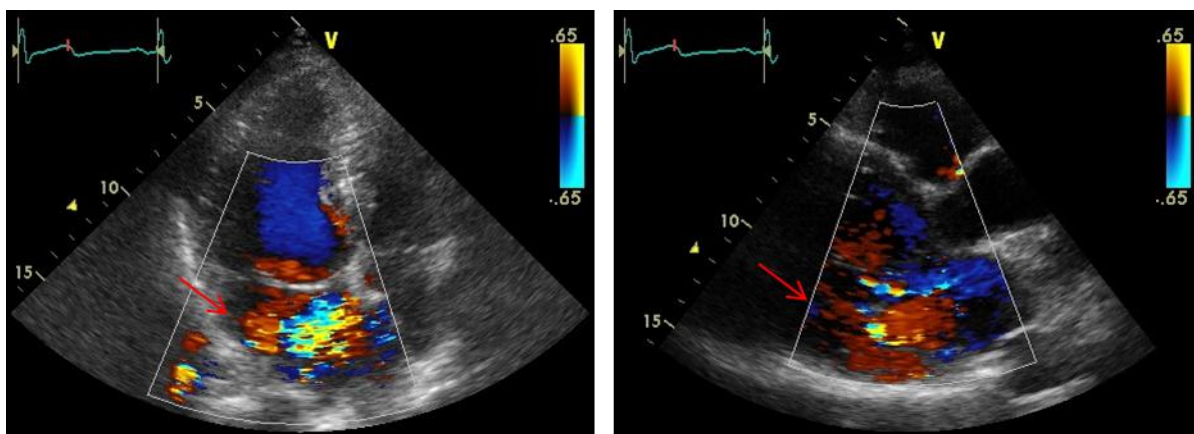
Эхокардиограмма пациента (стрелками указана митральная регургитация)
